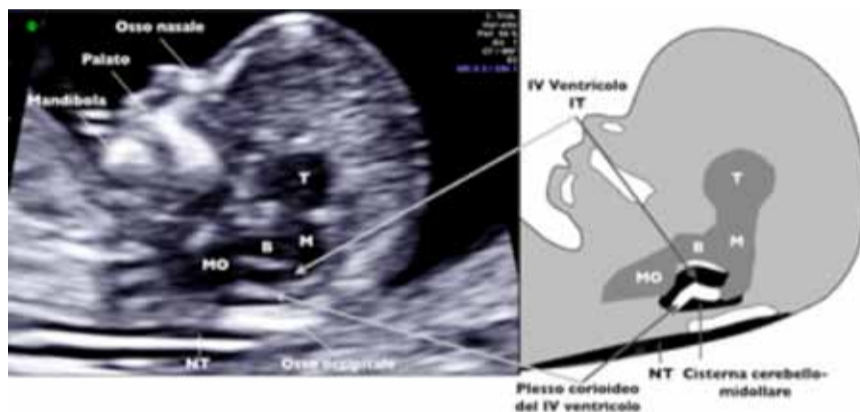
immagine ecografica 2D nella sezione medio sagittale del feto che evidenzia l'osso nasale, palato, mandibola, translucenza nucale e translucenza intracranica (IV ventricolo).
